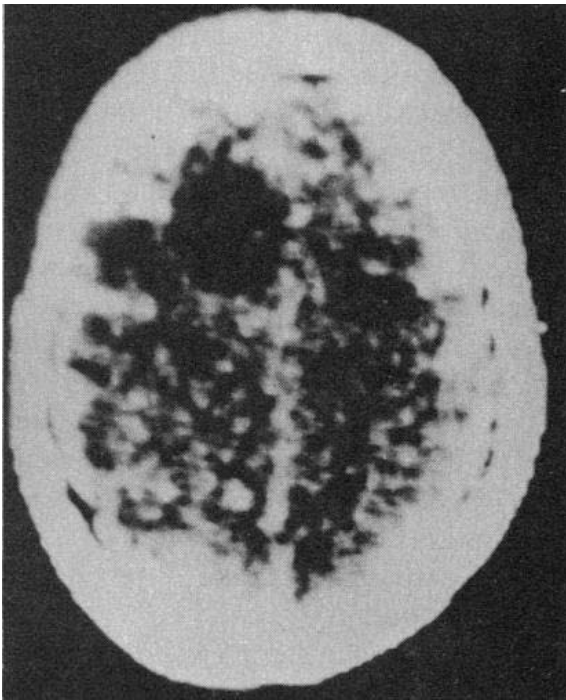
Primeiro caso clínico à tomografia de crânio (Hounsfield 1980).
